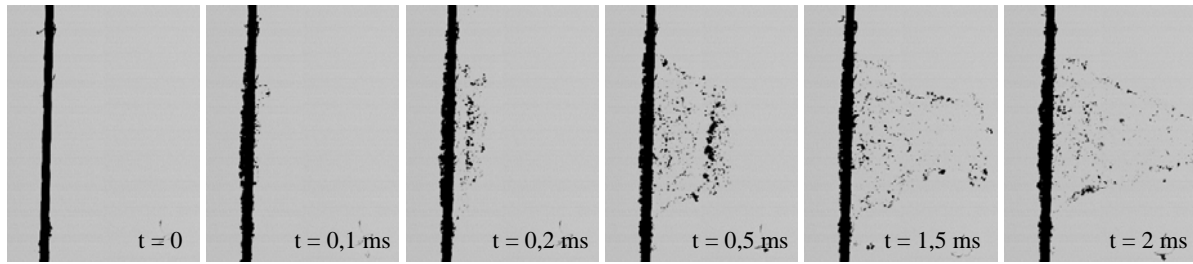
Exemple d’initiation d’un nuage de cavitation à forte intensité ultrasonore (2000 W/cm^2). L’onde acoustique propagative focalisée sur le fil de diamètre $0,1 \text{ mm}$ vient de la gauche de l’image.
